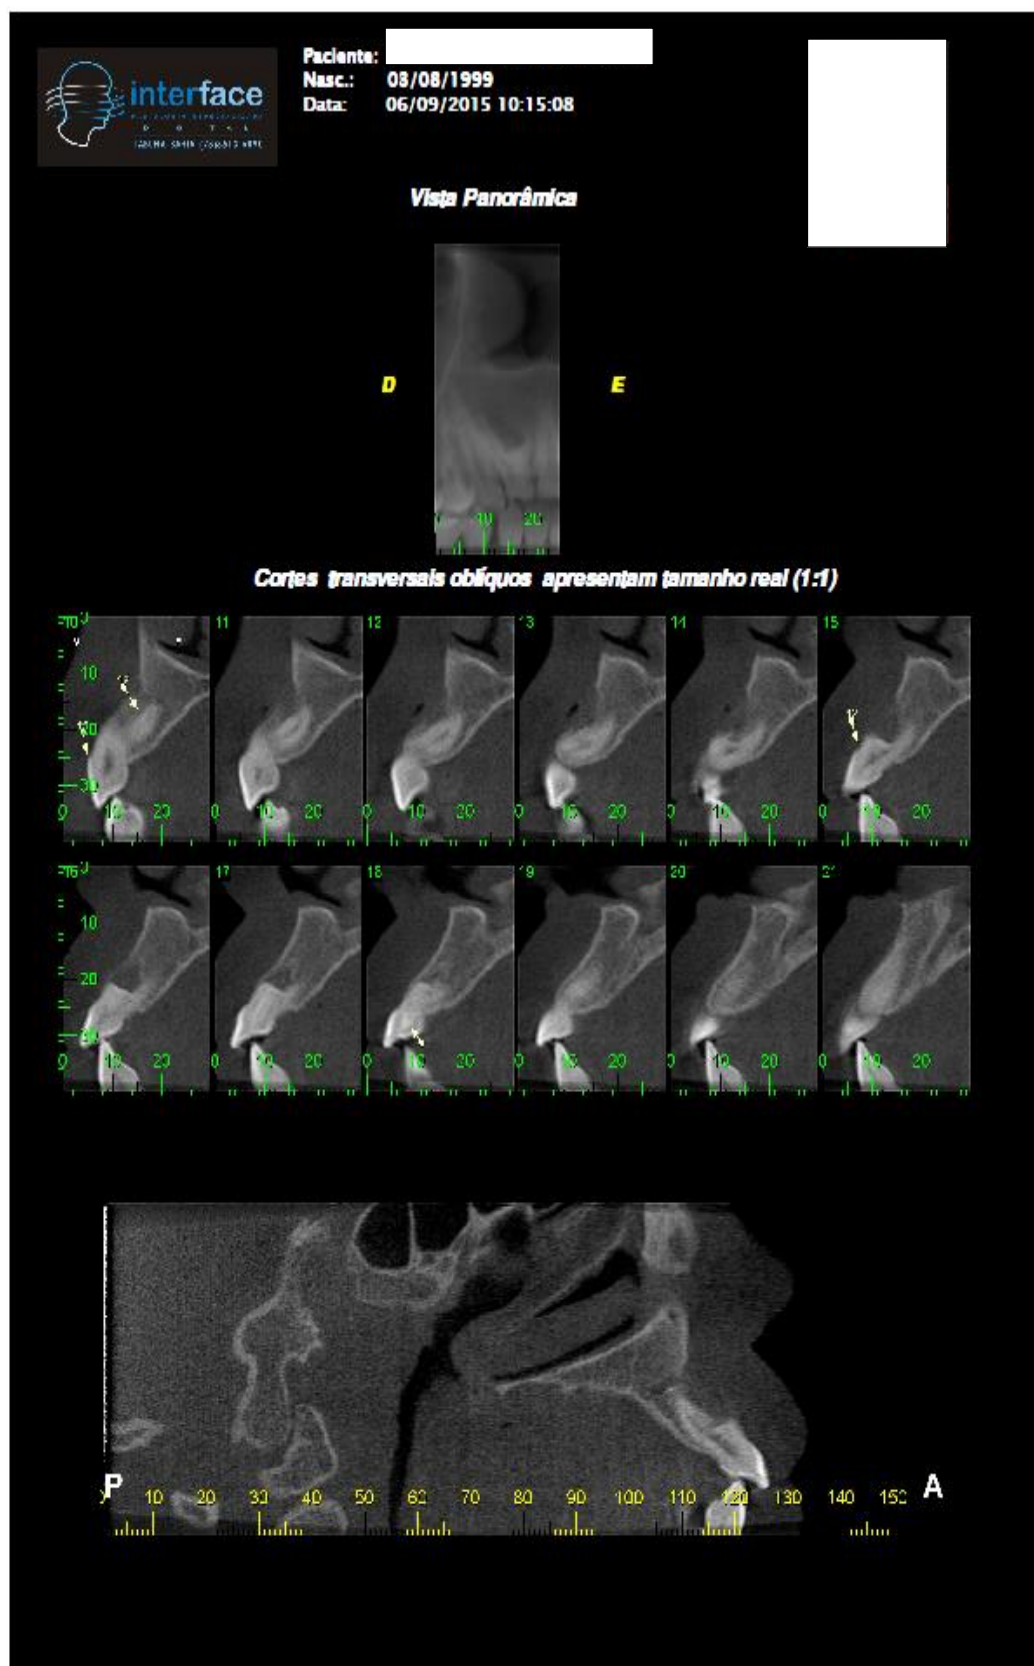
Tomografia Cone Beam.
